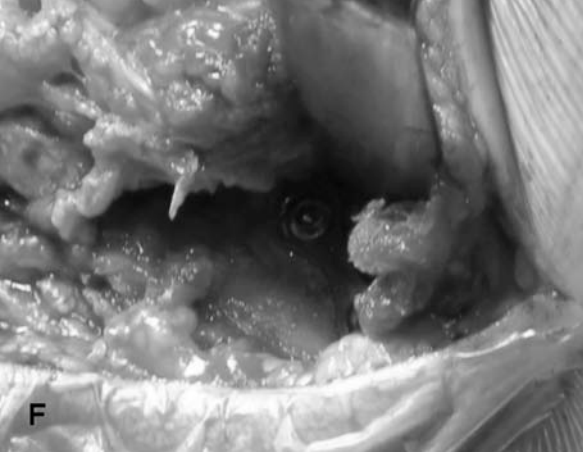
C, D, E C'de Varus postero-medial instabilite grubundan hastanın grafilerinde koronoid kırığının koronoid plağı ile tespiti, LCL'nin ve lateral kondil kırığının vida ve çapa ile tespit edildiği görülmektedir. D ve E'de BT ve 3D BT'de operasyon sonrası eklemin ve plağın uyumu görülmektedir.
